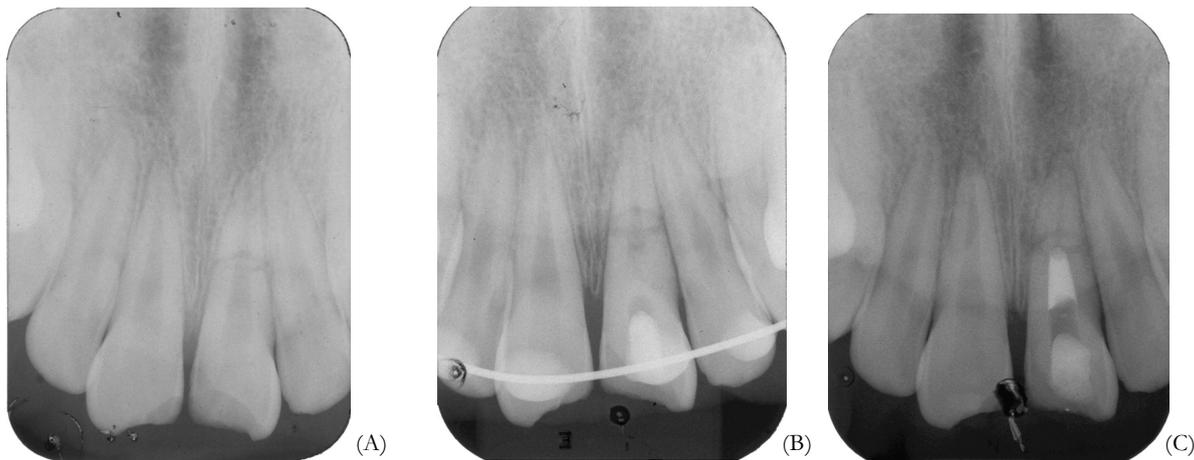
Caso 1. (a) Radiografia inicial, fratura horizontal no terço médio radicular do dente 21; (b) Após 21 dias; (c) Após dois anos e quatro meses, canal radicular obturado.
